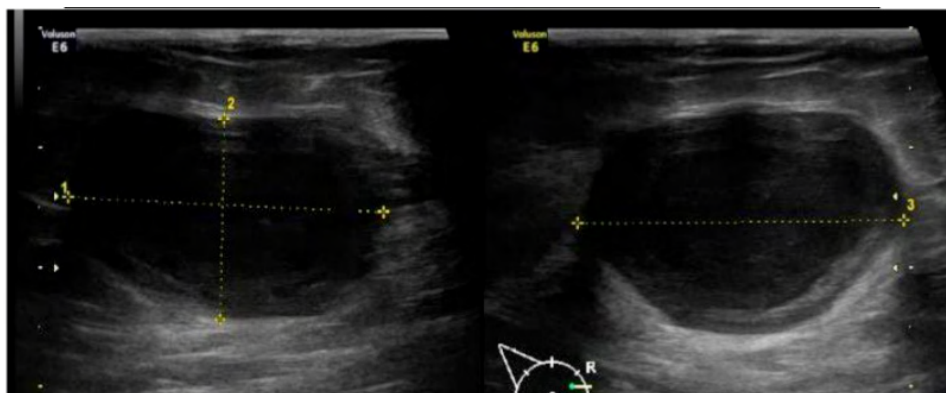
Ultrassonografia de mama direita, evidenciando nódulo mamário localizado à 1h.
